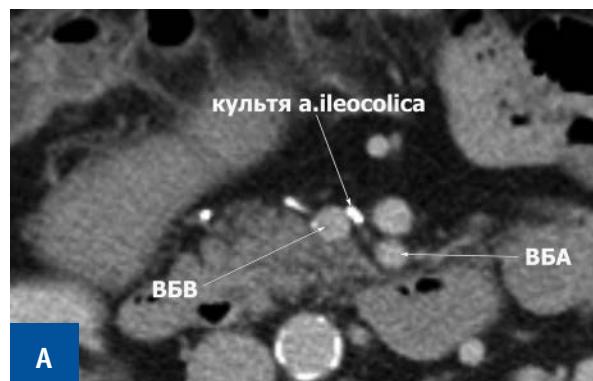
A) CT image of the stump of the ileocolic artery with the artery located ventrally relative to the SMV (axial plane); B) CT image of the stump of the ileocolic artery with the artery located ventrally relative to the SMV(axial plane)
